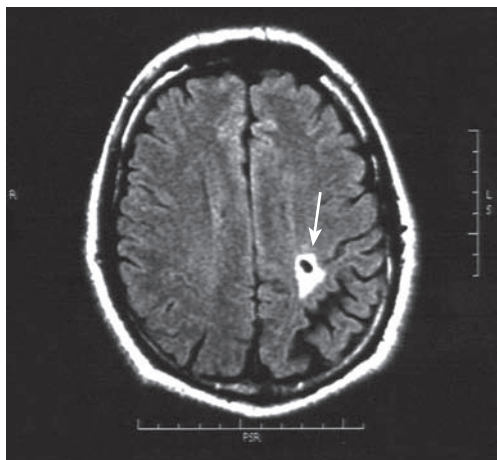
Пациент Р., 36 лет. Диагноз: эхинококкоз с поражением сердца, легких, головного мозга. КТ головного мозга. Паразитарная киста теменной доли.
